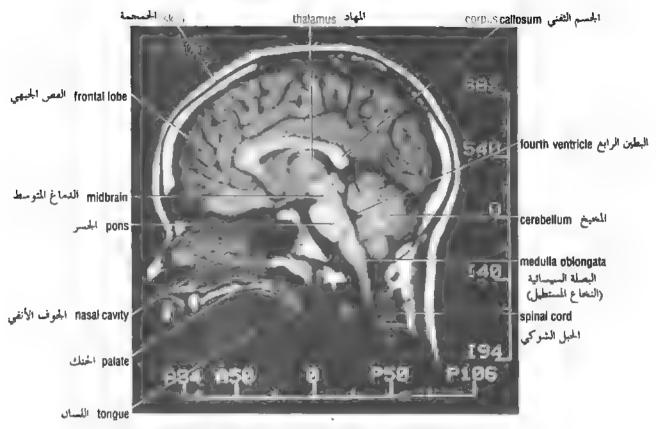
MRI of the head in a sagittel plane showing different parts of the brain.
